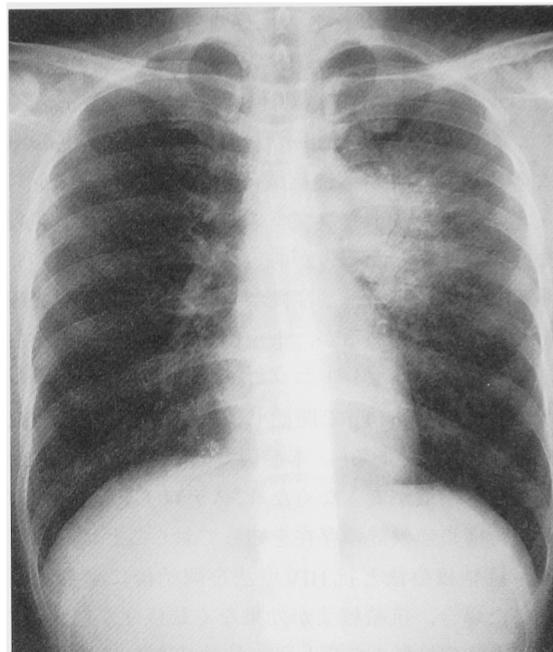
Chest radiograph after two weeks from antiretroviral therapy, showing augmentation of infiltration.
